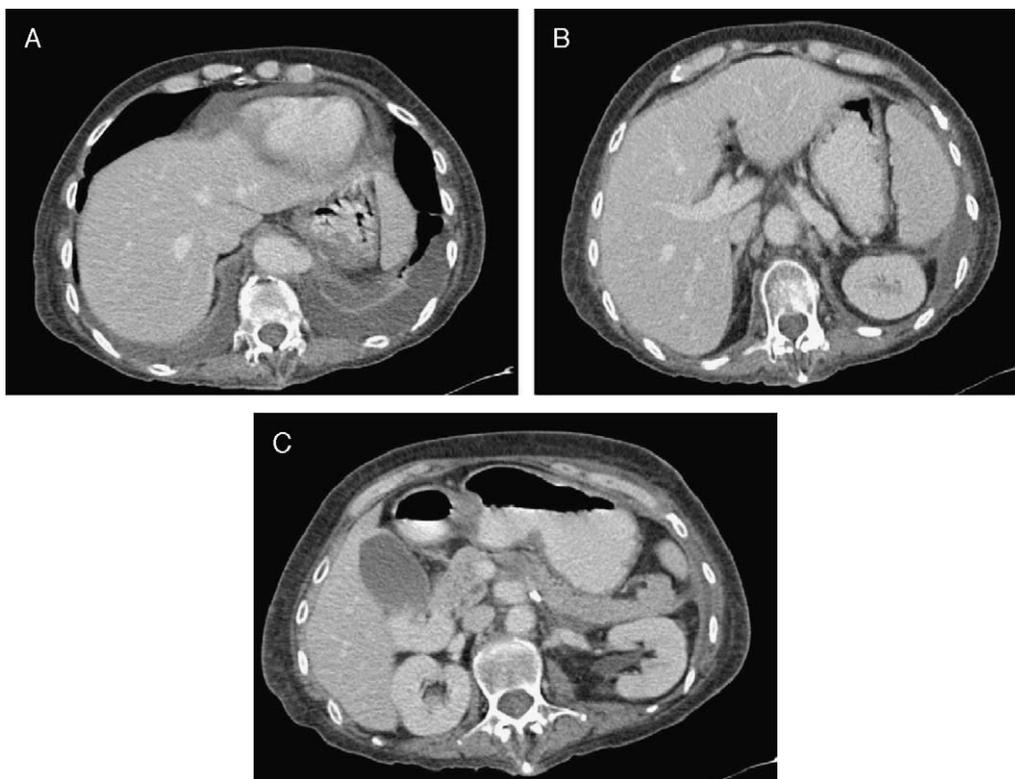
Tomografía axial computarizada posquirúrgica. A. Se muestra la anastomosis del injerto con la aorta. B. Anastomosis del injerto con tronco celíaco. C. Anastomosis de injerto con arteria mesentérica superior.
